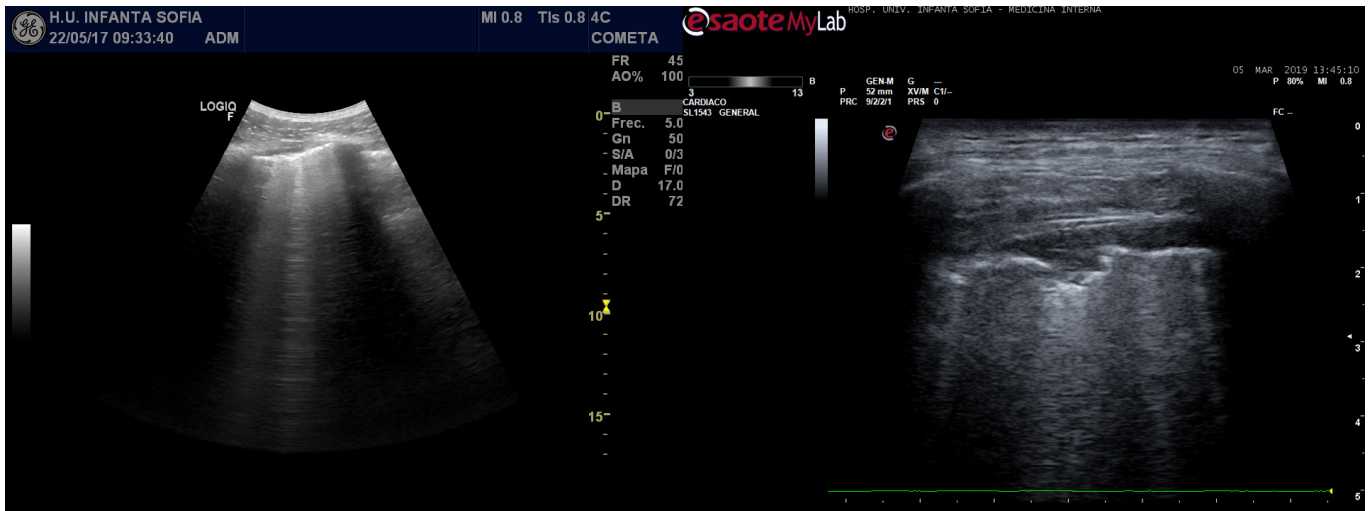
Ecografía pulmonar con patrón intersticial (izda.) e irregularidad pleural (dcha.).
